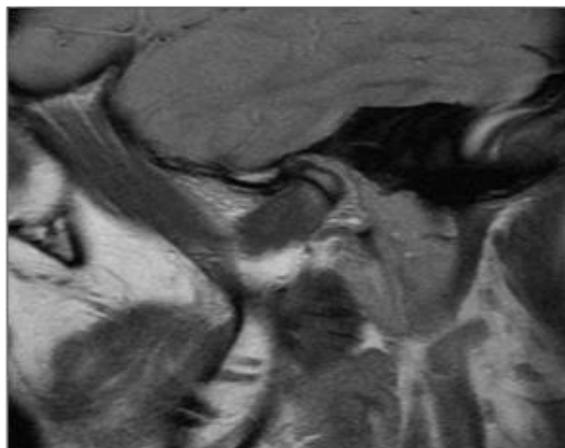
Imagem de ressonância magnética daArticulação temporomandibular com recaptura do disco articular.
